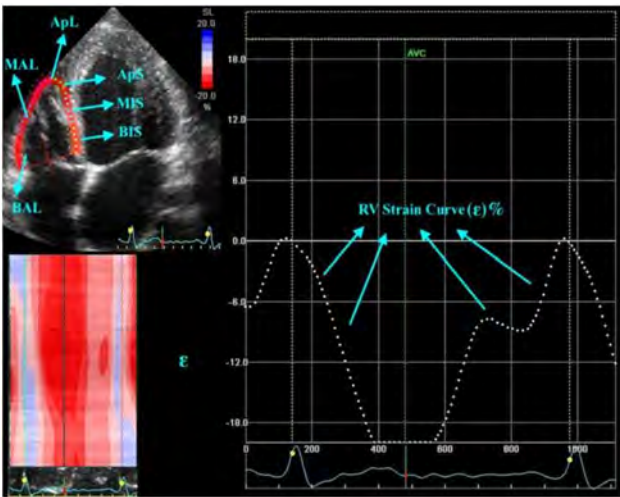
The echocardiographic method of right ventricular strain measurement, RV; right ventricle, MALS; mid- anterolateral, ApL; apicolateral, ApS; apical septum, MIS; mid- inferior septum, BIS; basal inferior septum.
